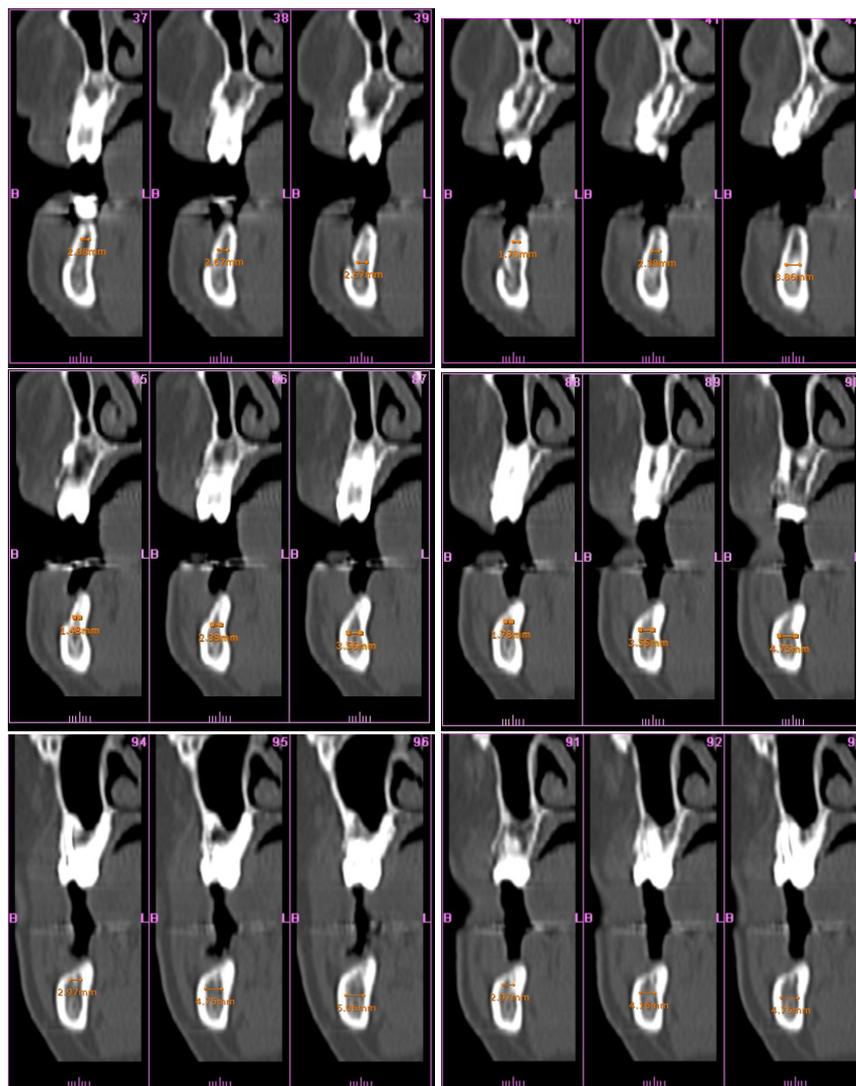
imagens paraxiais obtidas através do exame de TC do paciente 3. Estas imagens permitem medir a espessura óssea do paciente de forma a avaliar a sua quantidade óssea para a colocação de implantes.
